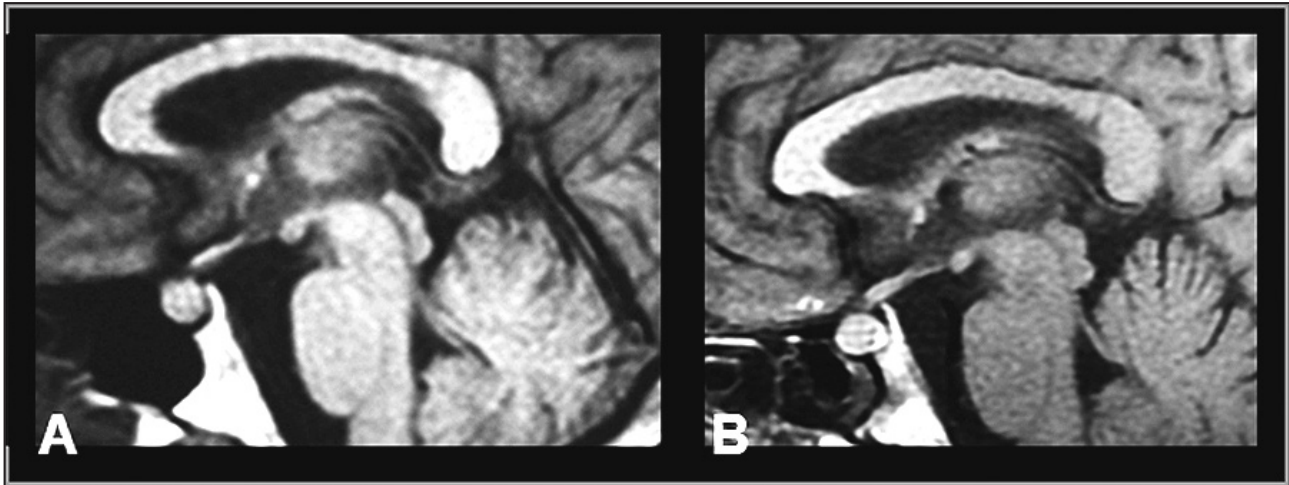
RM de sela túrcica - [A]: fase de hiponatremia; [B]: após tratamento.
